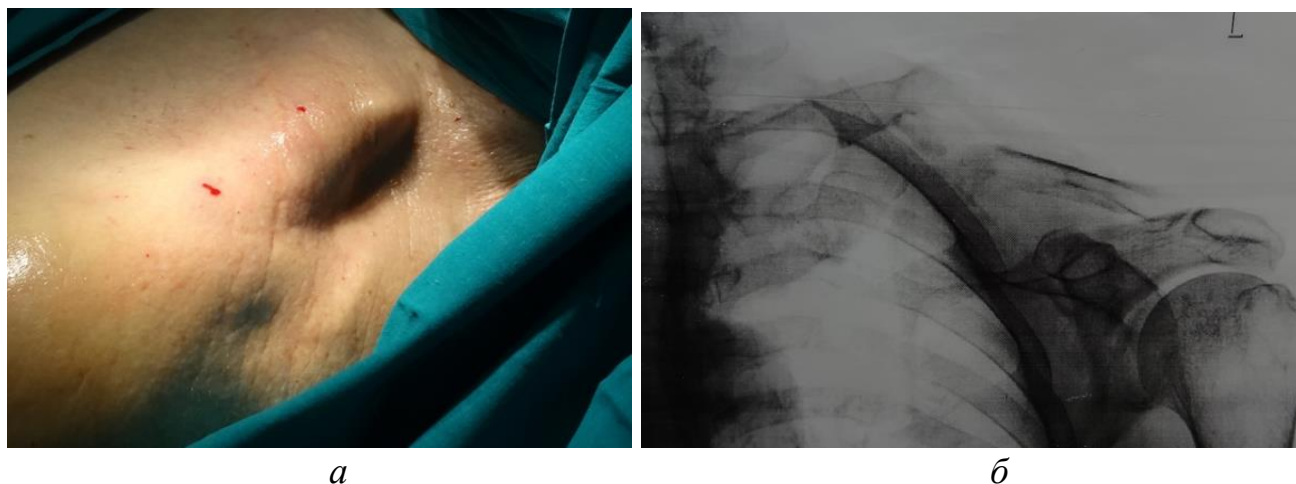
Вид пациента на операционном столе: *а* – деформация в области левой ключицы; *б* – рентгенография левой ключицы (негатив) – атрофический ложный сустав в средней трети.
